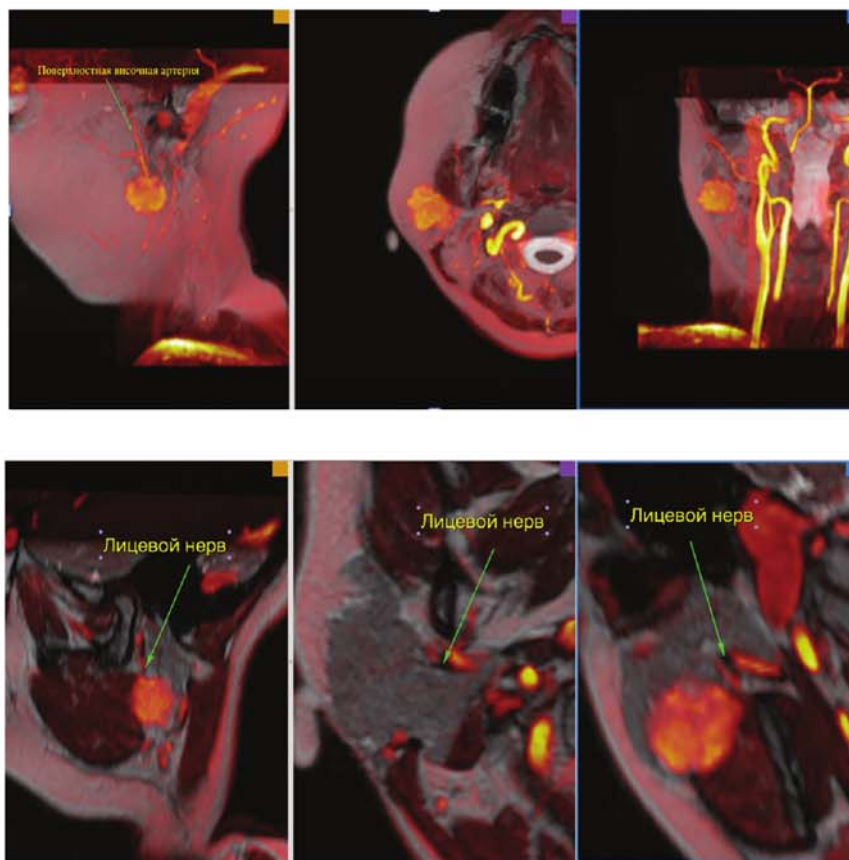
Томограмма в режиме Fusion, на которой визуализируется ветвь лицевого нерва, проходящая у верхне-переднего контура образования и поверхностная височная артерия.
